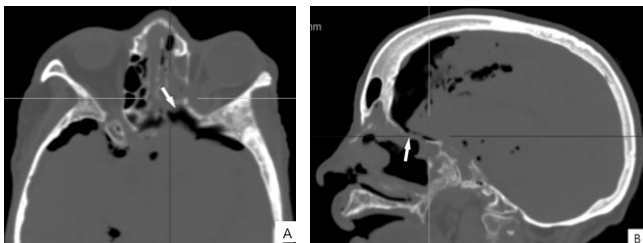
A, B et C: TDM en coupe axiale (A), sagittale (B) fenêtre osseuse: une pneumocéphalie consécutive à une brèche du toit de l'éthmoïde (flèches) suite à une chirurgie de débridement de mucormycose.
